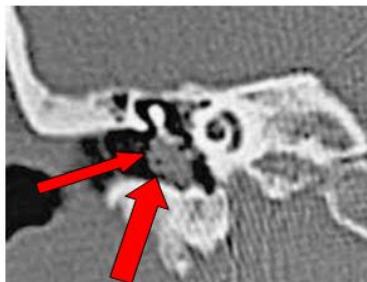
En la tomografía computarizada se observa una imagen hiperdensa (absceso) en la cavidad timpánica, erosionando la cadena osicular.
